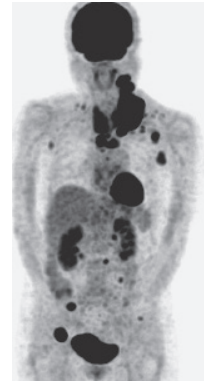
来院時 PET. 全身の多数箇所に集積がある。
